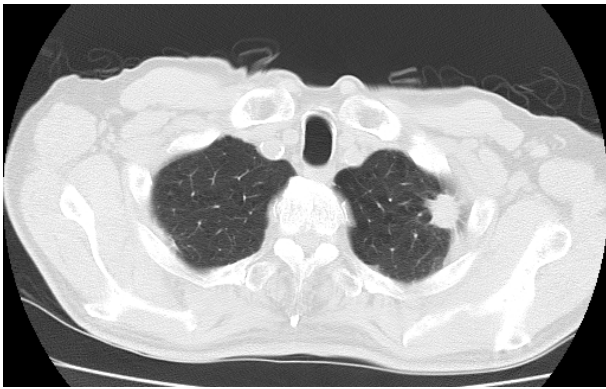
Chest CT showed a 19-mm nodule in the left S¹⁺².
